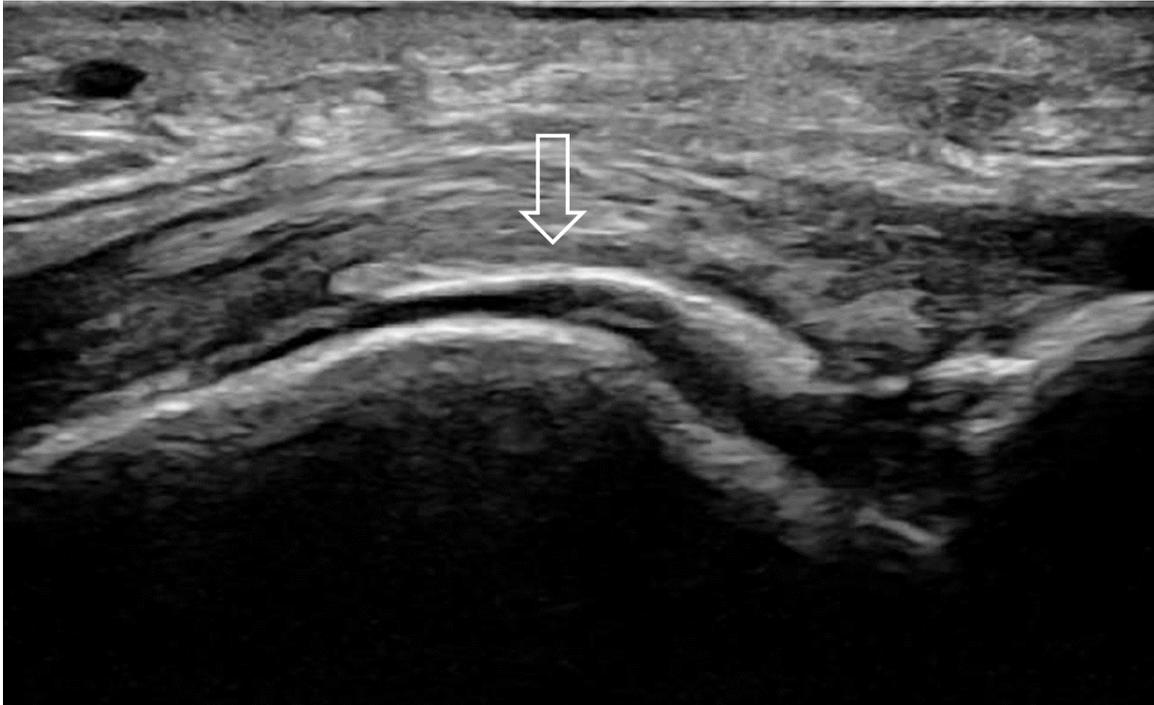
Akuter Gichtanfall: geröteter, glasig-geschwollener, extrem schmerzhafter rechter Vorfuß; in der Gelenksonografie (GE Logiq E10, 6-24 MHz Hockey Stick Sonde) lassen sich auch außerhalb von Gichtanfällen Tophi (oben, inhomogene echoreiche Strukturen mit echoarmem Rand) und Doppelkontur (unten, echoreiches Band aus Harnsäurekristallpräzipitaten auf dem Gelenkknorpel) in Gelenken (hier MTP 1 Gelenk) darstellen) (Quelle: Klinisches Bild: AK Tausche, Ultraschallbilder: WA Schmidt)
